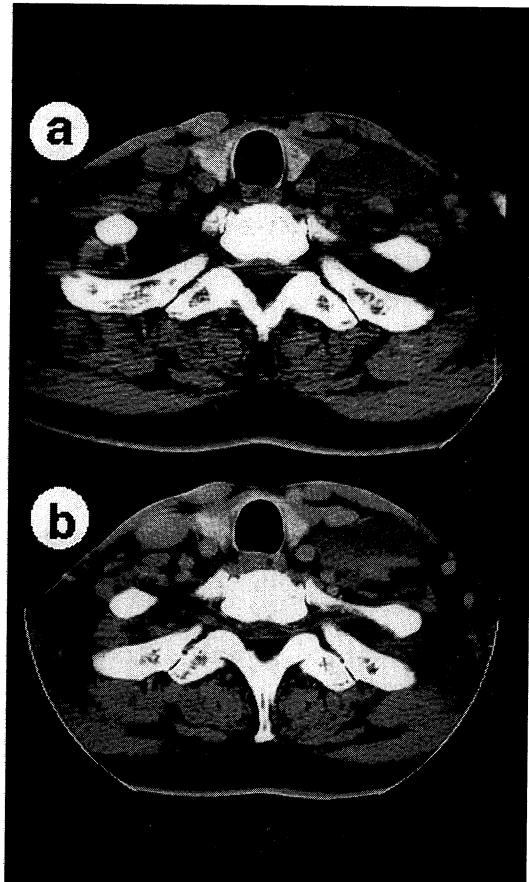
CT of the neck revealed an ellipse-shaped mass (a), which was inhomogeneously enhanced (b).
